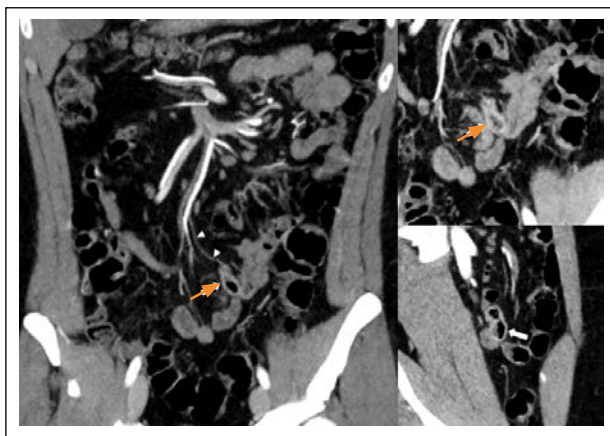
Angio-TC donde se observa una imagen sacular con terminación en fondo de saco ciego dependiente de un asa ileal distal, con mayor realce que las asas adyacentes, compatible con un divertículo de Meckel (flechas). Nótese la presencia de un vaso anómalo dependiente de los ramos distales de la arteria mesentérica superior, correspondiente a la arteria onfalomesentérica (cabezas de flecha).
